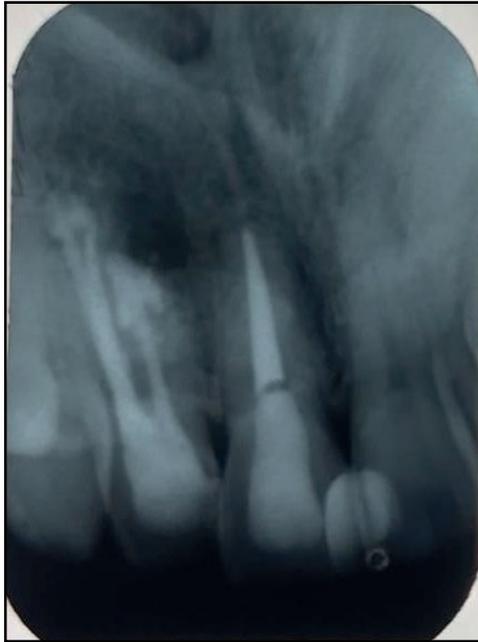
Radiografia periapical logo após o término da cirurgia.
